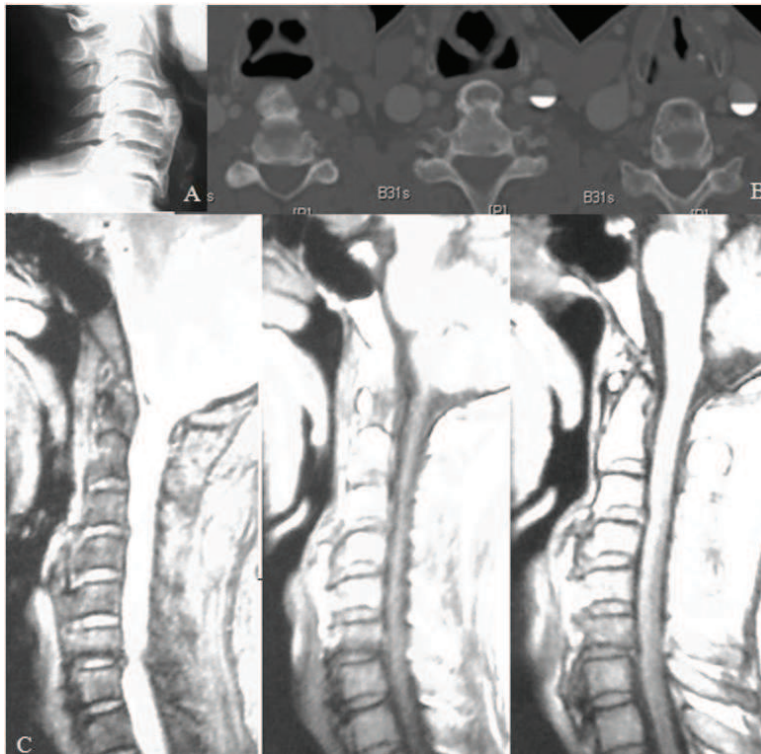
Radiografía cervical lateral (A): osificación del LVCA a nivel de C4-C5, en el momento del diagnóstico. TC de cuello con/sin contraste, cortes axiales (B) y sagitales (C): Cambios óseos a nivel de columna cervical, con osificación del LVCA desde C3 a T2, imprimiendo sobre espacio prevertebral, borde posterior de la hipofaringe y el esófago cervical. Compatible con enfermedad de Forestier-Rotes-Querol.
